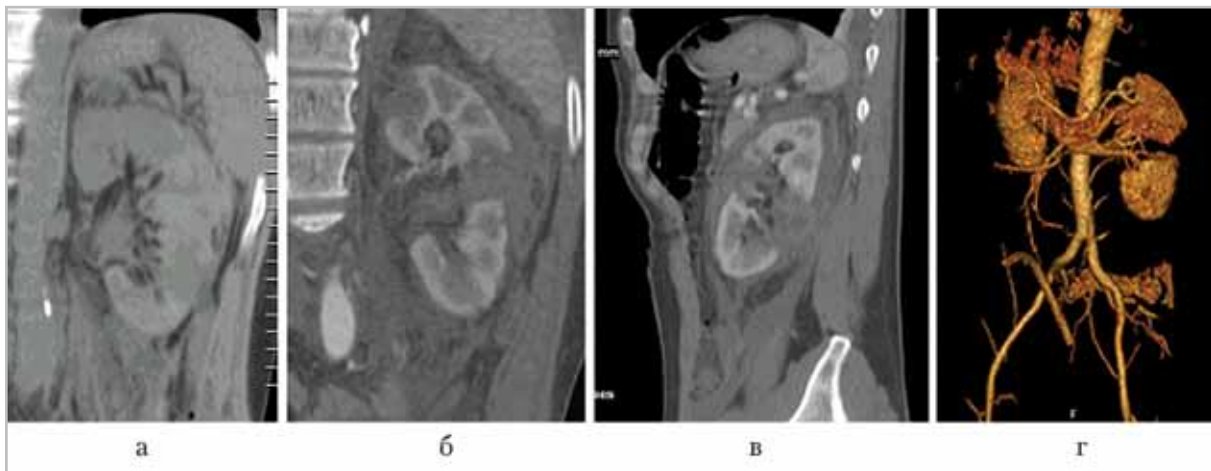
Мультиспиральные компьютерные томограммы органов брюшной полости (предыдущее наблюдение, продолжение). У пострадавшего с переломом костей таза поперечный разрыв левой почки: *а* — нативное исследование; *б* — *г* — исследование с контрастированием (кортико-медуллярная фаза)
